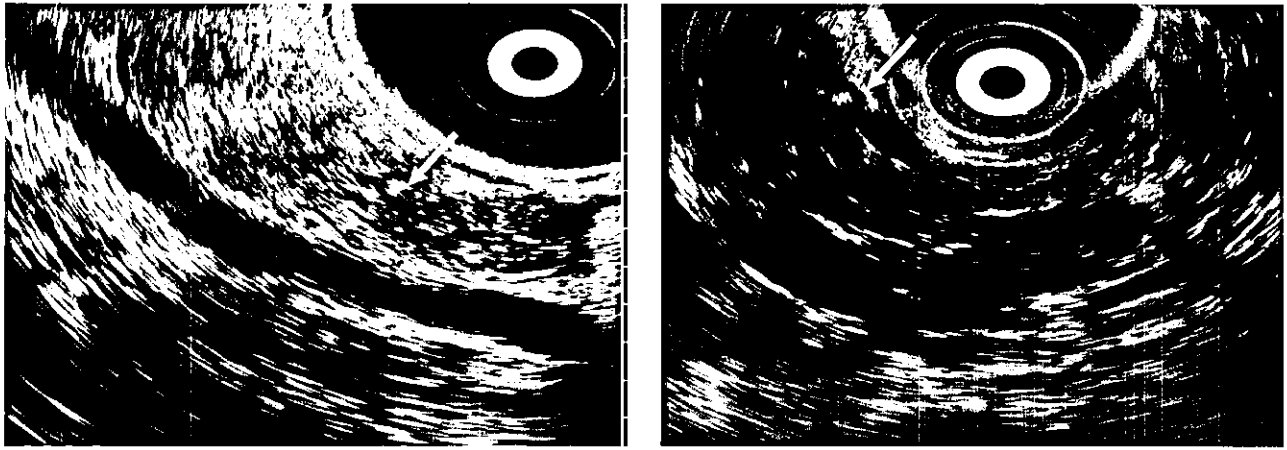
点状高エコー，索状高エコーと斑状高エコー（矢印）
